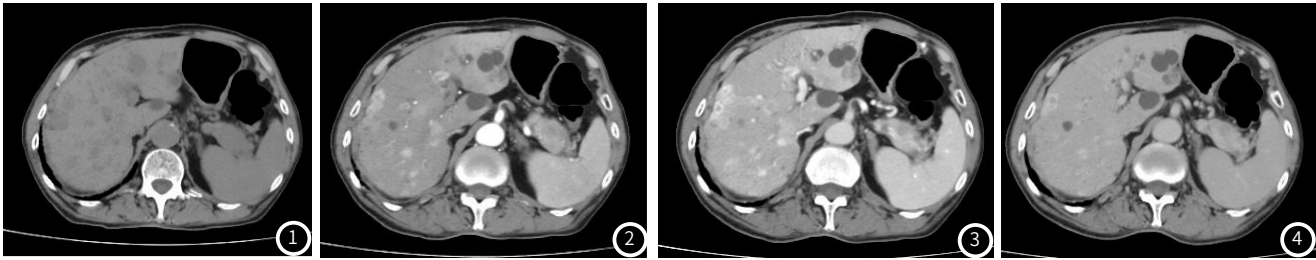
CT平扫示胰腺体尾部增粗，肝实质内可见多发类圆形低密度占位，肝实质内另可见多发类圆形低密度影。图2~4 增强后可见渐进性不均匀强化，延迟后趋于均匀强化，最大截面大小约5.9cm×2.6cm。
